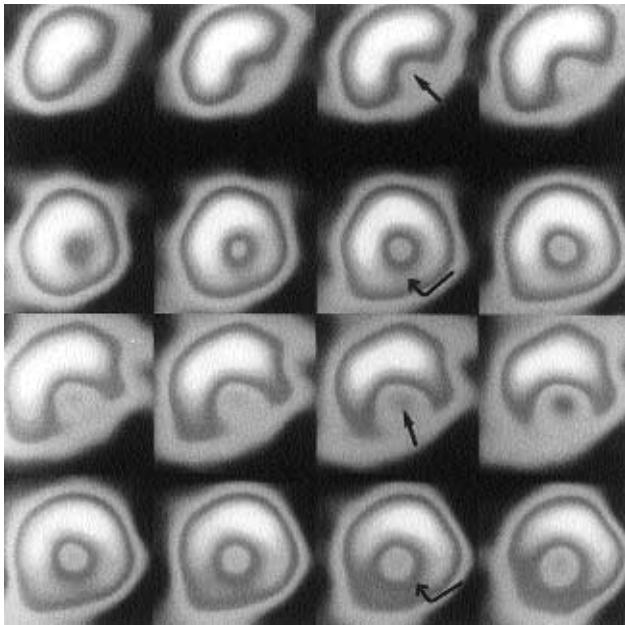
SPECT-οριζόντιος και κάθετος επιμήκης άξονας. Παθολογικό σπινθηρογράφημα αιμάτωσης του μυοκαρδίου, στο οποίο διαπιστώνεται έλλειμμα διάχυσης κατά τη φάση της κόπωσης στο πρόσθιο (βέλος) και πλάγιο (δύο βέλη) τοίχωμα της αριστερής κοιλίας, τα οποία αποκαθίστανται στη φάση ηρεμίας (κυρτό βέλος-αναστρέψιμο έλλειμμα).
